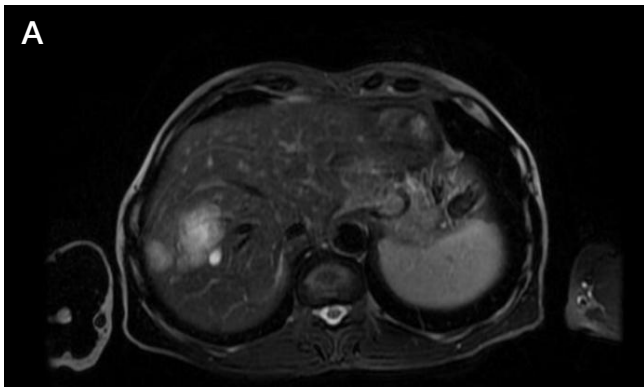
А, Б. Магнитно-резонансная томография брюшной полости от 18.02.2020
